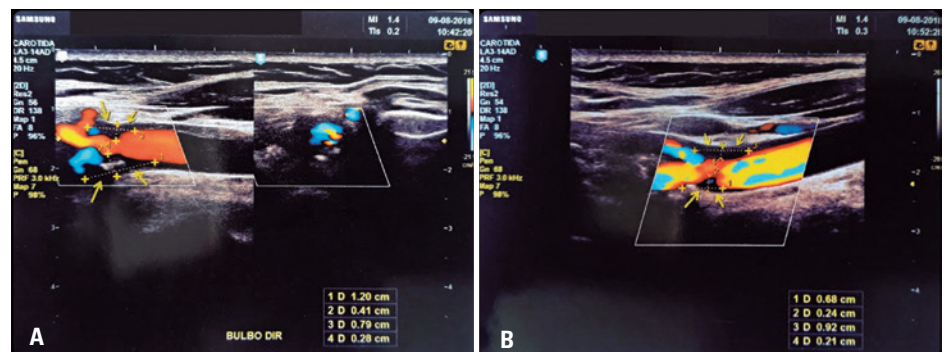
Imagens (A e B) ultrassonográficas com Doppler apresentando placas ateromatosas (indicadas pelas setas) na topografia da bifurcação carotídea à direita e à esquerda, respectivamente
